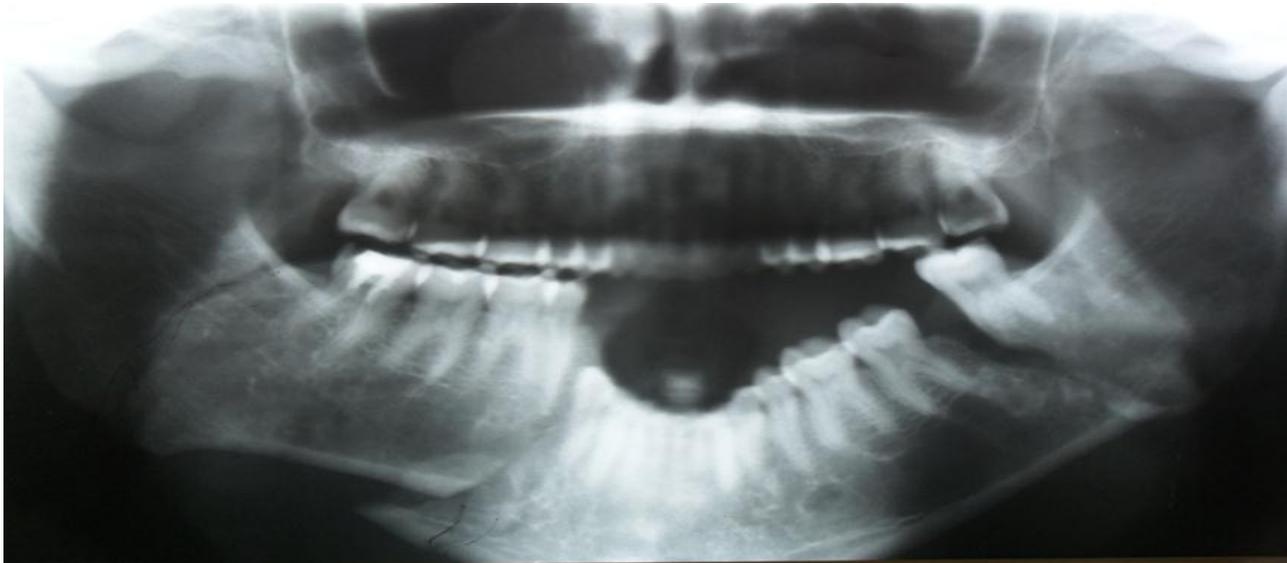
Radiographie panoramique des maxillaires montrant une fracture mandibulaire trifocale deux traits angulaires un trait parasymphysaire droit.
